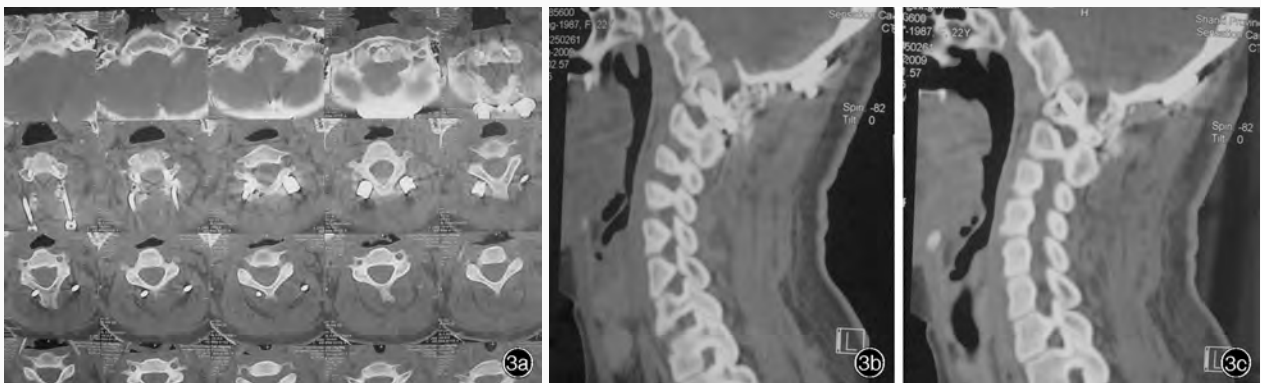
术后第 10 天 CT 检查所见 3a 横断面 CT 扫描显示寰枕区减压范围,枕颈固定板椎椎弓根钉道位置良好 3b,3c 矢状位 CT 扫描显示,术后齿状突与寰椎前弓间隙减小,齿状突复位,延髓颈髓压迫解除
